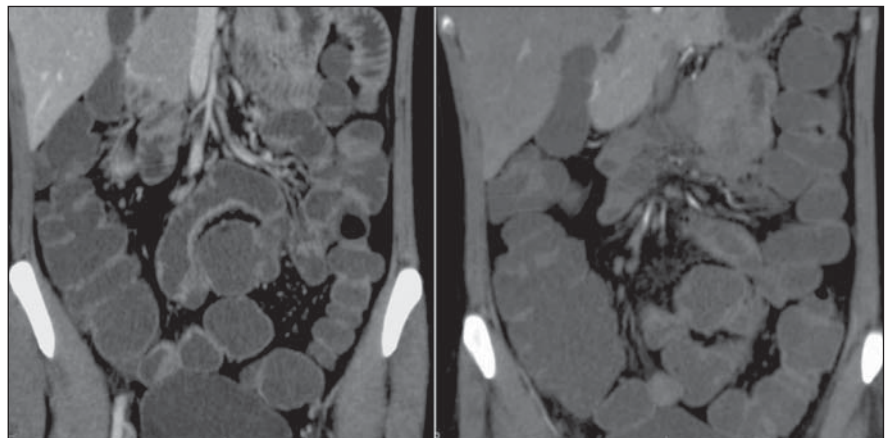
Entero-TC, cortes coronais, em paciente do sexo feminino, 30 anos de idade. Exame utilizando meio de contraste oral neutro não absorvível (polietilenglicol) demonstrando boa distensão de diferentes segmentos intestinais, desde o jejuno até o íleo, com adequada contrastação das paredes intestinais.
